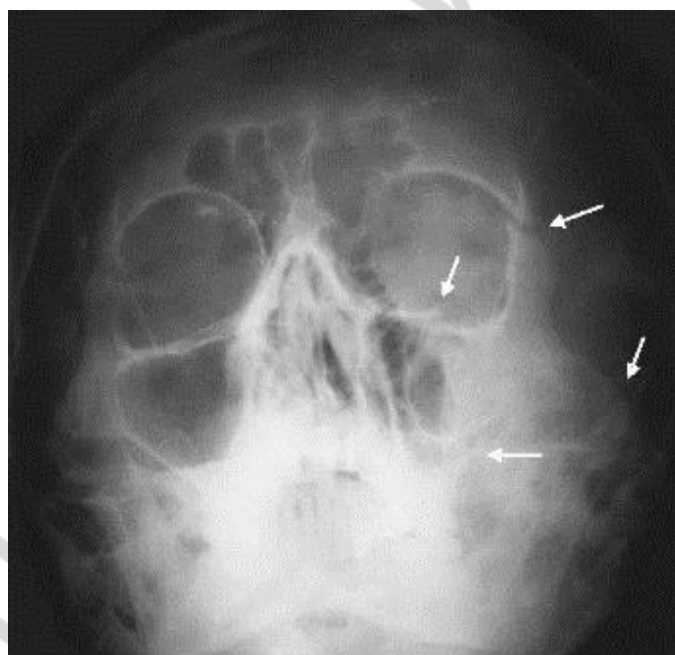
Рентгенограмма черепа. Перелом скуловой кости слева со смещением отломков, с повреждением стенок ВЧП
